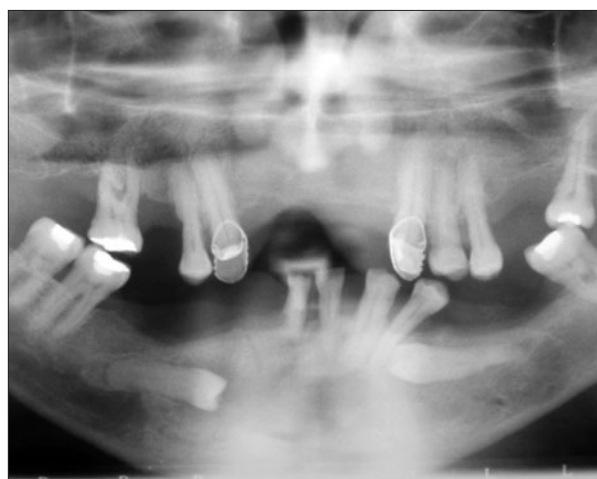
Diagnostyczny ortopantomogram.
